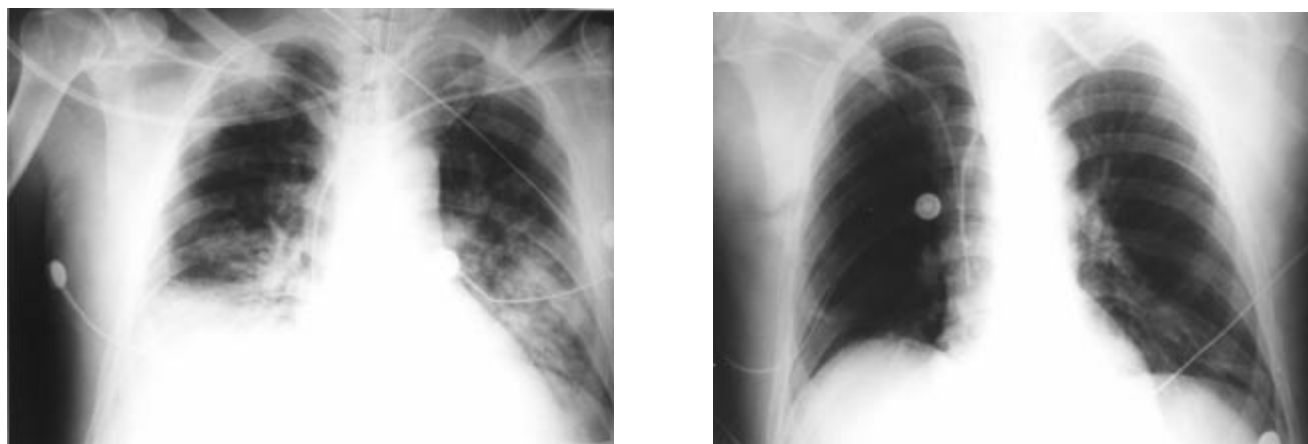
Radiografías antero-posteriores de tórax del caso 2 en donde se observa: Izquierda: infiltrados pulmonares bibasales con disminución del volumen pulmonar al inicio del tratamiento con PCArh. Derecha: resolución de los infiltrados e incremento del volumen pulmonar al término del tratamiento.
